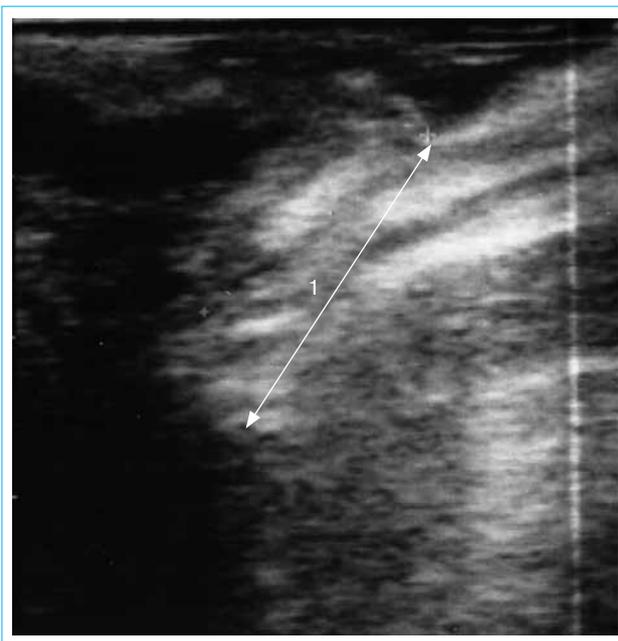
Ультрасонограмма (эндоректальное УЗИ с надуживанием) пациентки К., 33 лет: 1 — пролабирование передней стенки прямой кишки в преддверие влагалища
